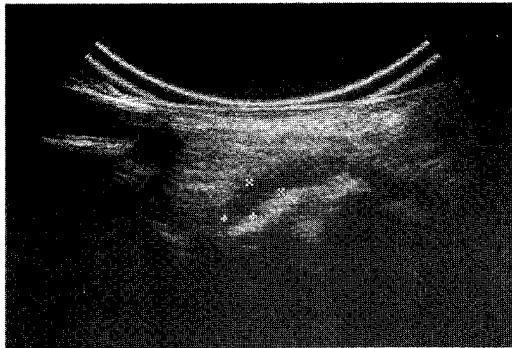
症例2の術前超音波所見 (プローブ7.5 MHz)
